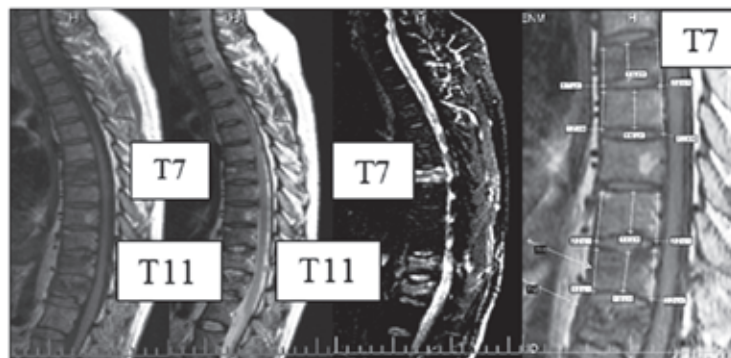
Сагиттальные МРТ грудного отдела позвоночника больной Ж. 46 лет с остеопоротическими переломами – компрессионным тела Th12 и 2 скрытыми в телах Th11 и Th7. При этом отмечается нарастание интенсивности МР-сигнала от T1ВИ до изображения на T2ВИ или PD F/sat от гипоинтенсивного до гиперинтенсивного (слева направо). На последнем T1ВИ показаны неизменные размеры этих тел позвонков
